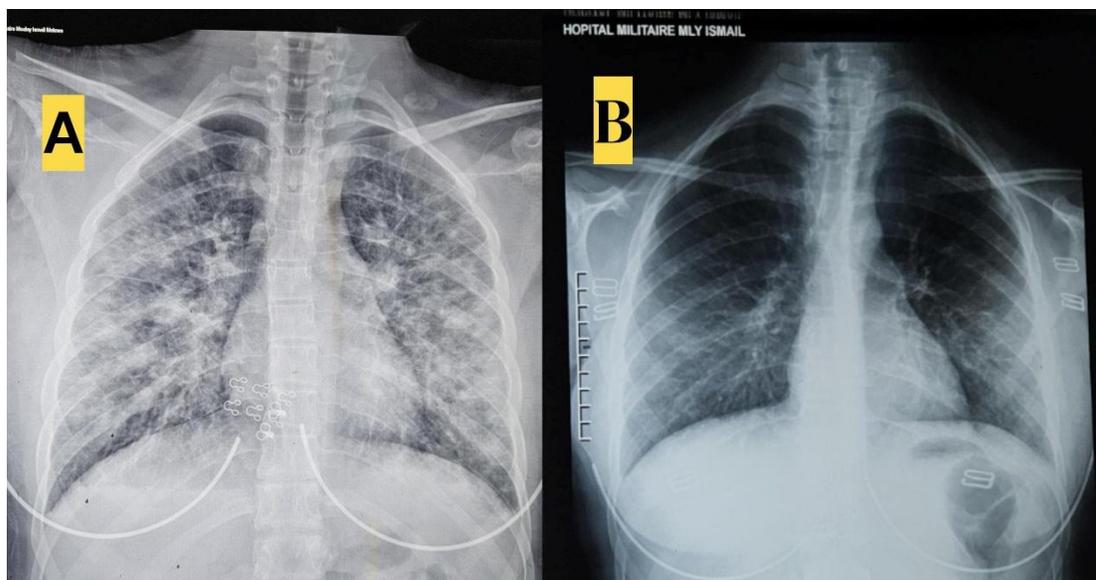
A : bronchopneumonie bilatérale - B : radiographie thoracique de contrôle après traitement antibiotique
